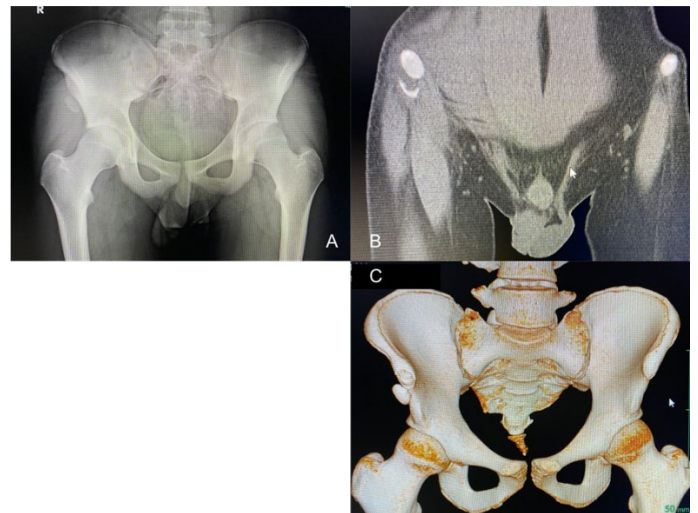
A 初診時 単純X線 B 初診時 CT 環状断
